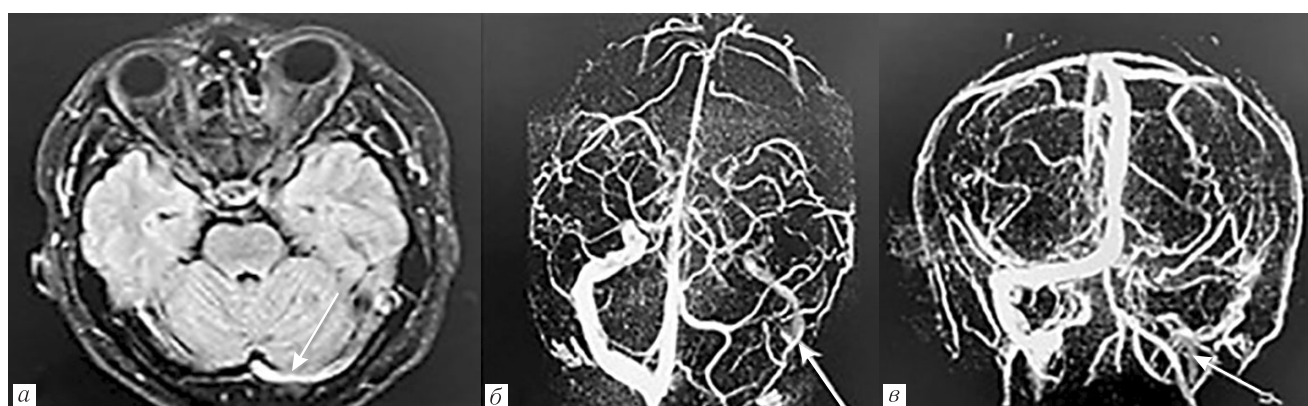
МРТ головного мозга и МР-венография пациента С. до получения терапии (от 11.01.2021 г). FLAIR-импульсная последовательность — гиперинтенсивный сигнал от левого поперечного синуса, тромбоз (а). На МР-венографии отсутствие визуализации кровотока в левом поперечном синусе и снижение сигнала от левого сигмовидного синуса и левой яремной вены, но с сохранением кровотока (б, в)
